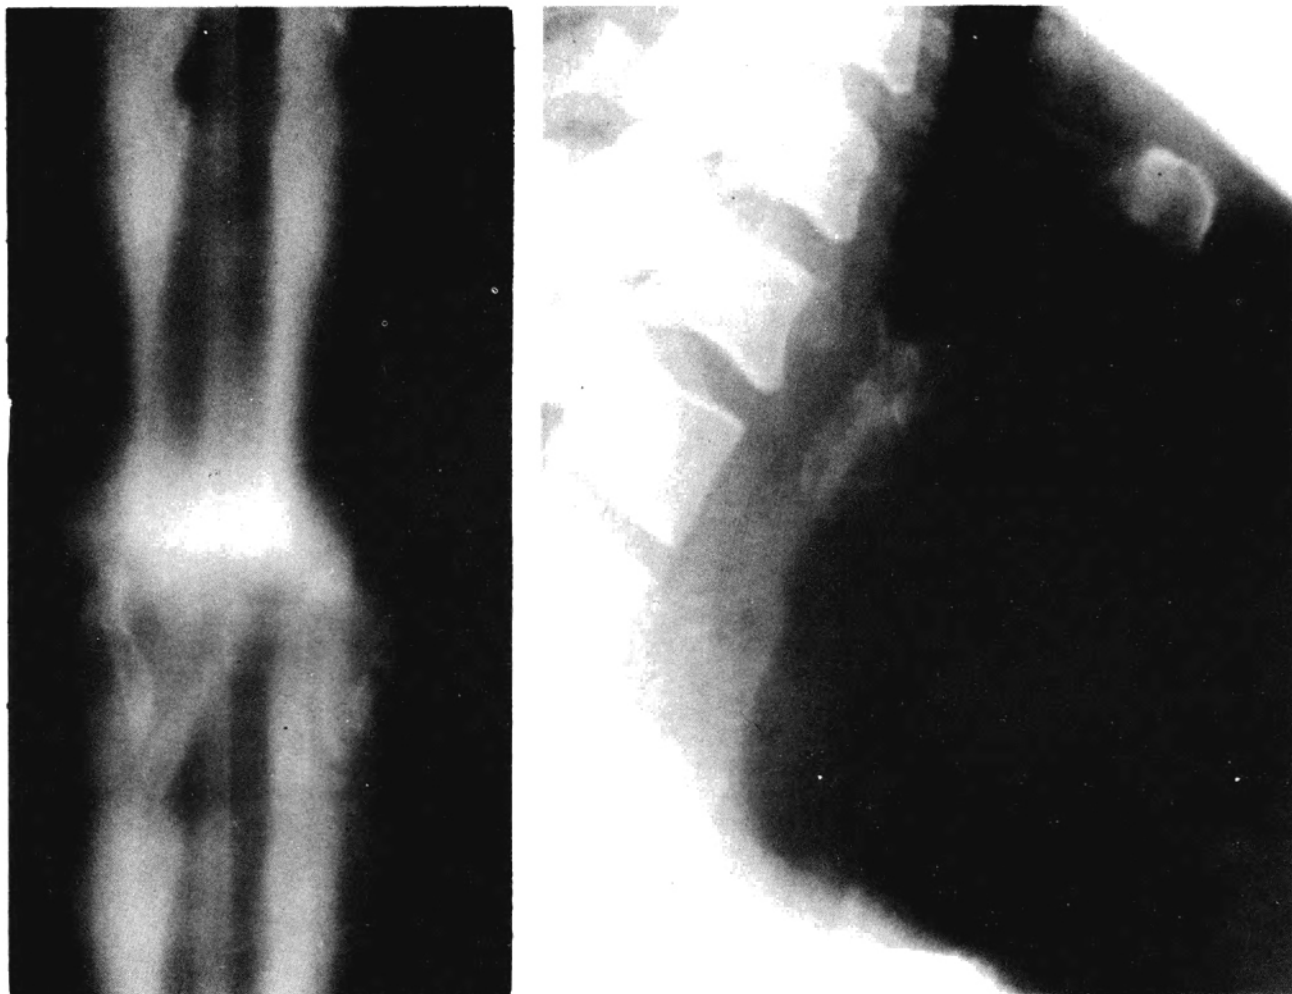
Tomografías AP y oblicua del cuello de la misma paciente de la figura 2, después de la reconstrucción de la tráquea.
